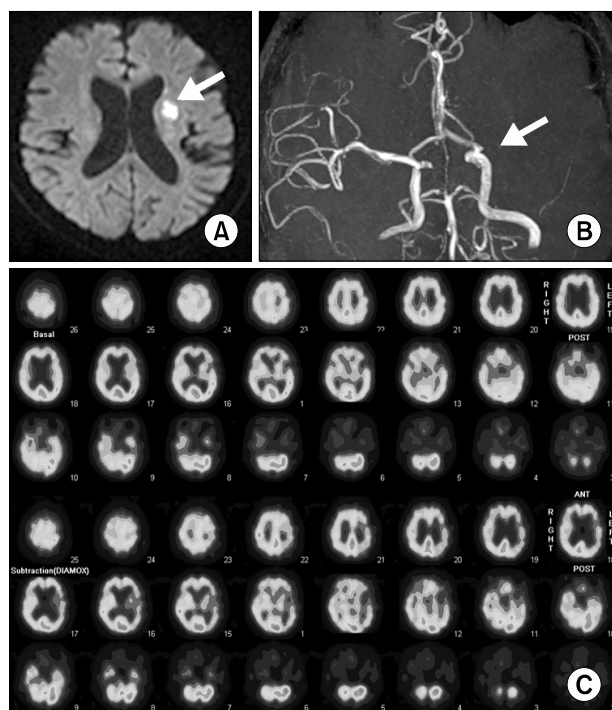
Diffusion-weighted imaging revealed an acute infarction in the left lentiform nucleus (A). Magnetic resonance angiography showed an occlusion in the left middle cerebral artery (B). Acetazolamide single photon emission computerized tomography (SPECT) showed hypoperfusion (upper three rows) and decreased perfusion reserve (lower three rows) in the left middle cerebral artery territory (C).
